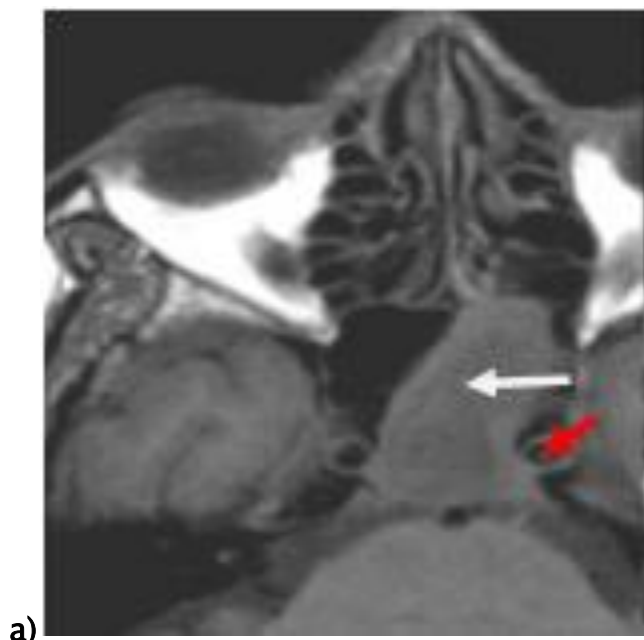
IRM coupes axiales séquences pondérée T1 Gado- (a) et T2(b) montrant un comblement total du sphénoïde gauche en signal intermédiaire T1 (flèche blanche) et hyposignal T2 (flèche bleue) en contact avec le tronc basilaire (flèche verte) et l'ACI (flèche rouge) avec une muqueuse inflammatoire(flèche jaune) chez une patiente présentant une Sinusite invasive pseudo tumorale.
